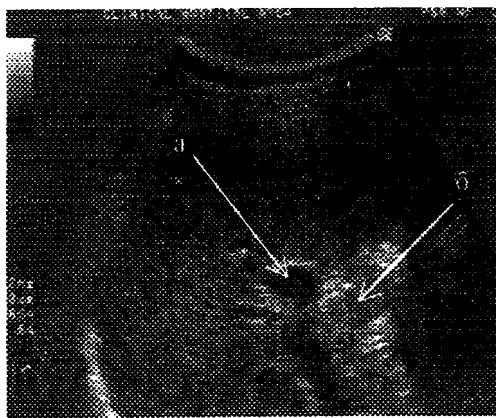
Ультразвуковая томограмма больной с воспалительной стриктурой:
